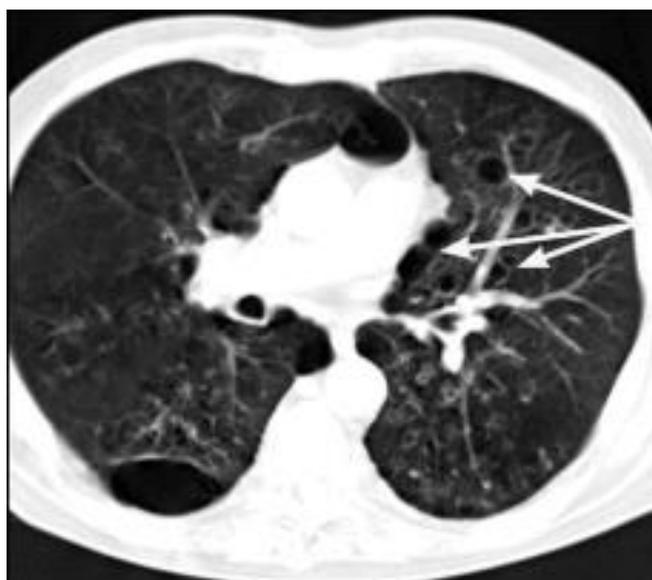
Компьютерная томограмма. Мешковатые бронхоэктазы в прямой проекции. Цилиндрические бронхоэктазы левого легкого (стрелки) нижней доли и язычковых сегментов верхней доли
